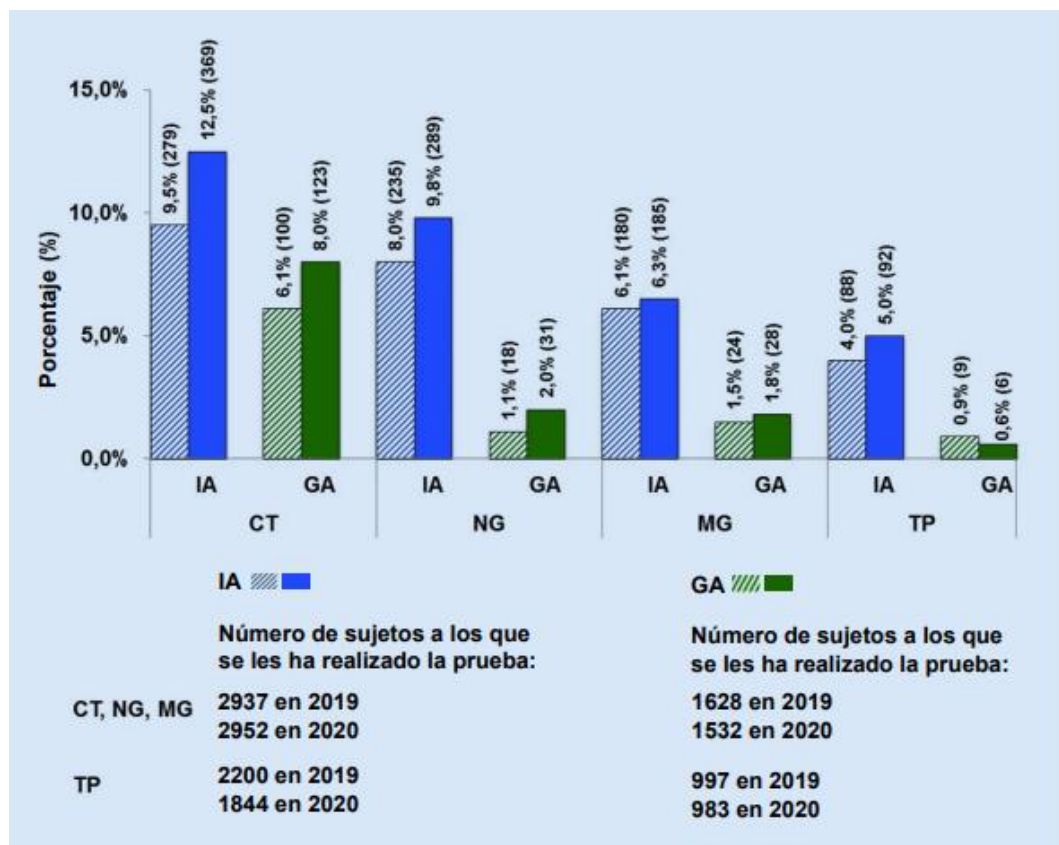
Comparación de las incidencias de infecciones de transmisión sexual (ITS) en 2019 y 2020 en la consulta externa de Inmunología (IA) del WIR y en el Departamento de sanidad (GA) del WIR en Bochum. (Ilustración propia. Barras estampadas: 2019, barras de color sólido: 2020. CT (Chlamydia trachomatis), NG (Neisseria gonorrhoeae), MG (Mycoplasma genitalium), TP (Treponema pallidum, sífilis).
